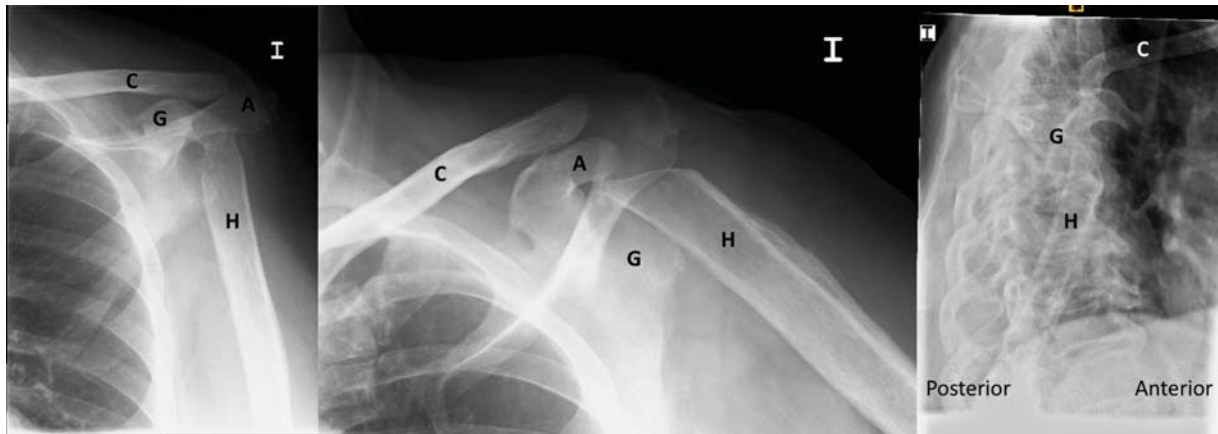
Radiografías AP, axial y transtorácica de hombro izquierdo tras artroplastia de resección de hombro. H (cabeza humeral). G (Glenoides), C (Clavícula), A (Acromion).
